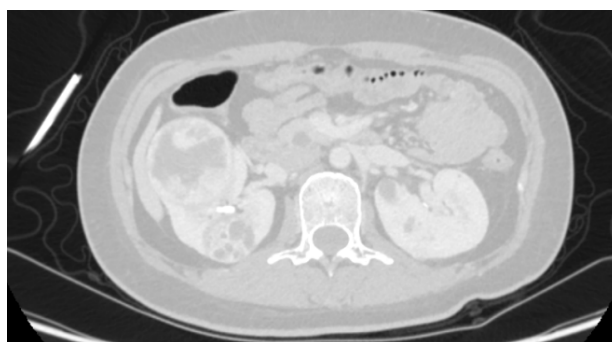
Kidney neoplasms computed tomography (CT)
